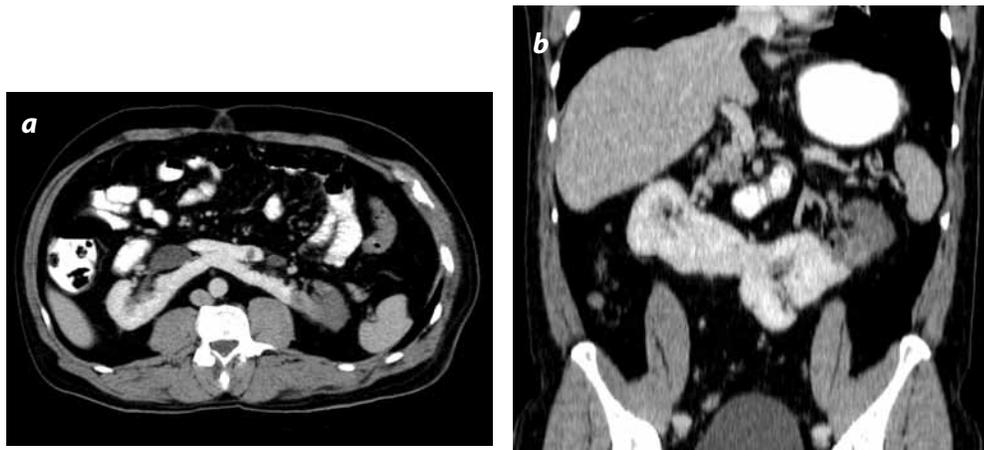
Riñón en herradura con infarto del polo superior izquierdo: imagen axial y reconstrucción coronal de TC contrastada; se identifica zona hipoatenuante en el polo superior izquierdo por infarto.
